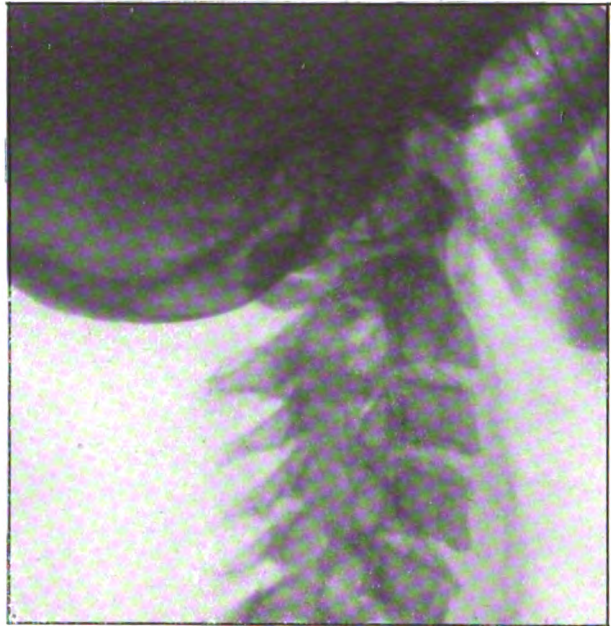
(Radiographie de M. Thoyer-Rozat). — Sujet normal, radiographié en position latérale droite comme dans la fig. 8 (comparer avec la fig. 8).
